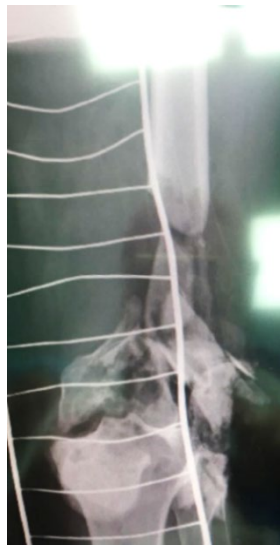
рентгенограмма больного при госпитализации в многопрофильный стационар, определяется разрушение суставной поверхности бедренной кости
